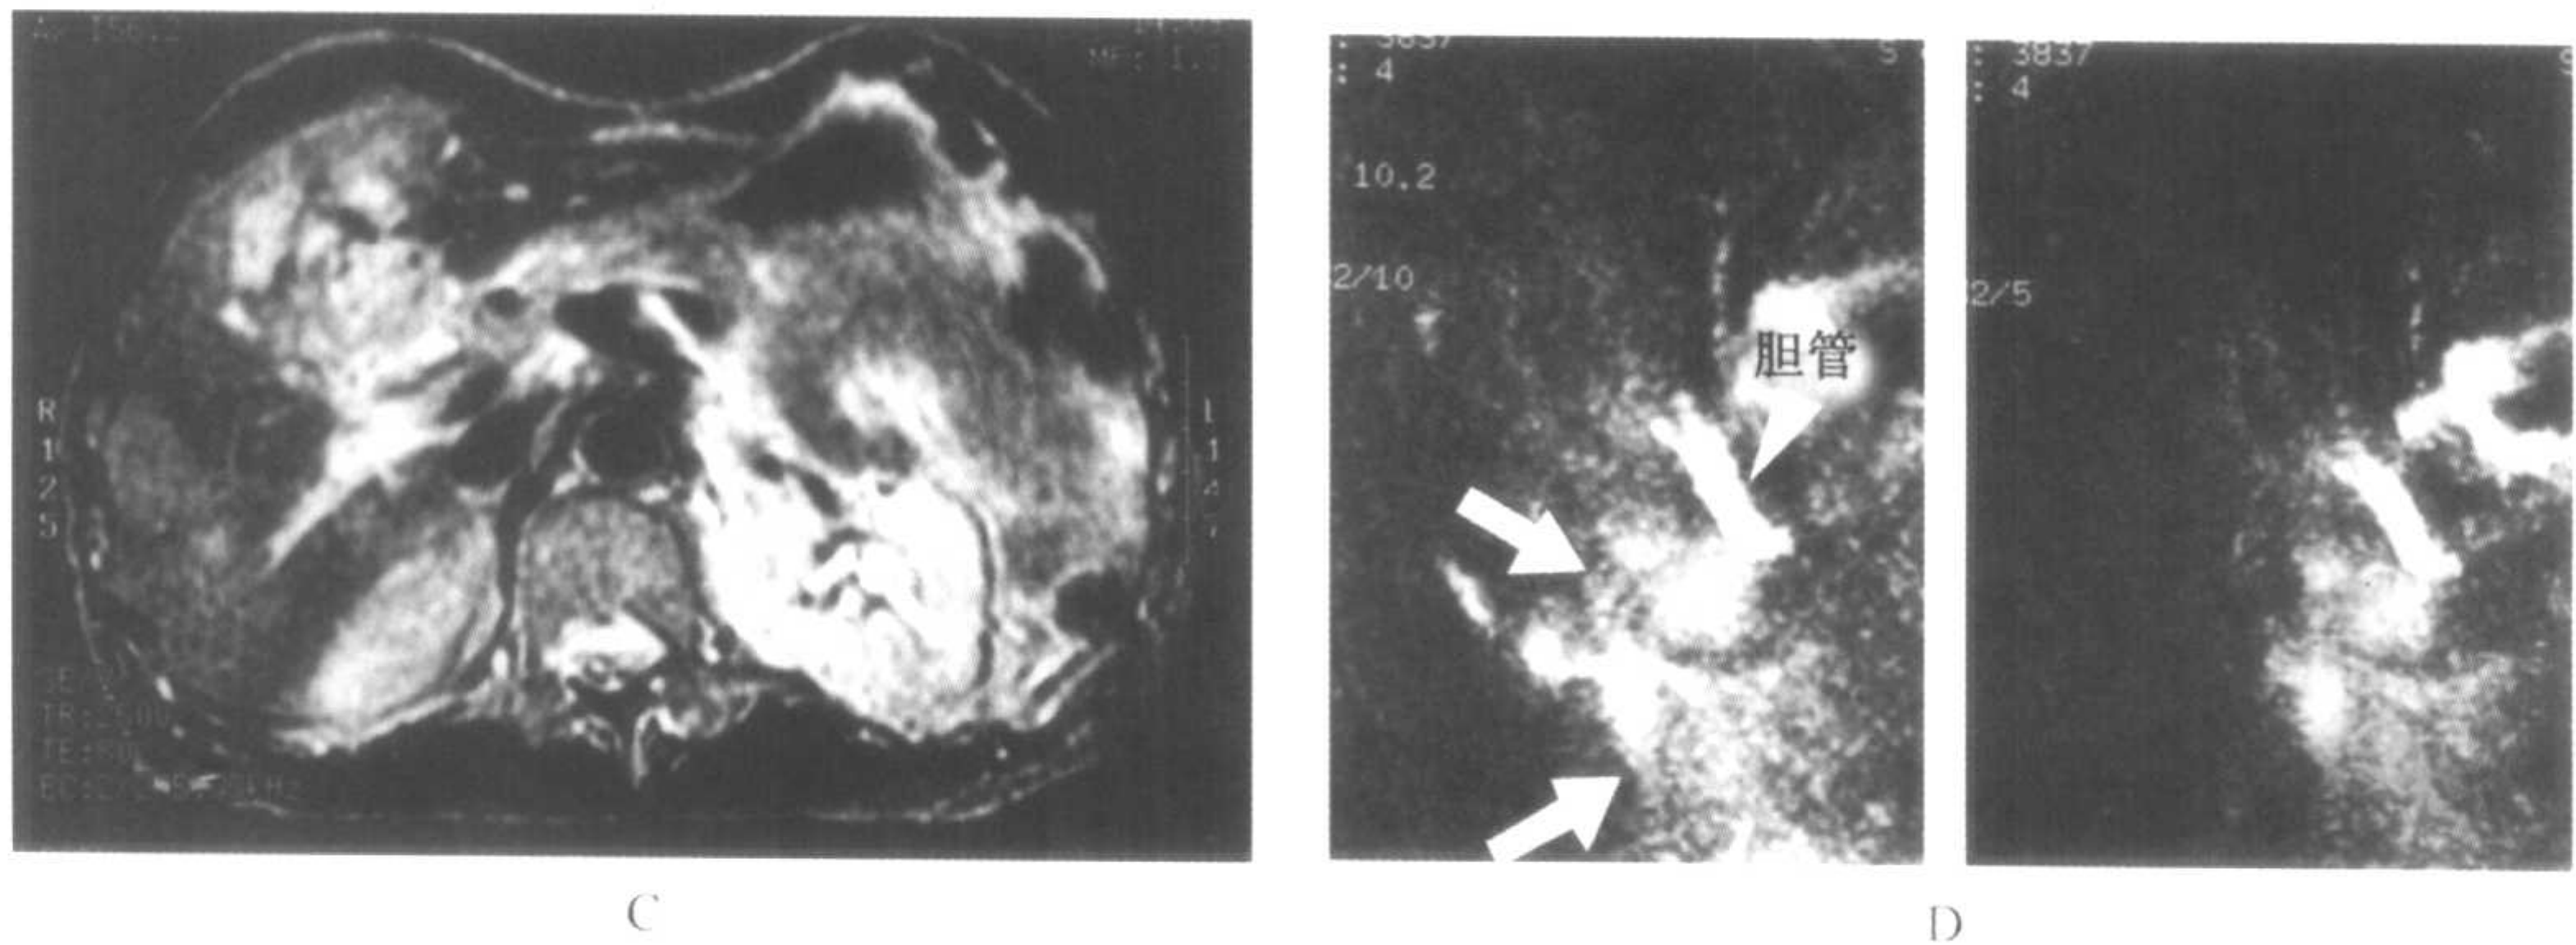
胆囊癌 MR 影像(MR imaging of gallbladder carcinoma)
